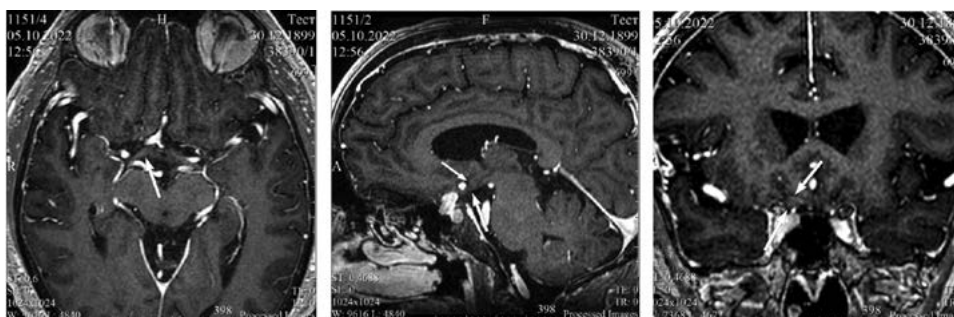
Пациент М.: МРТ головного мозга при выписке из стационара
